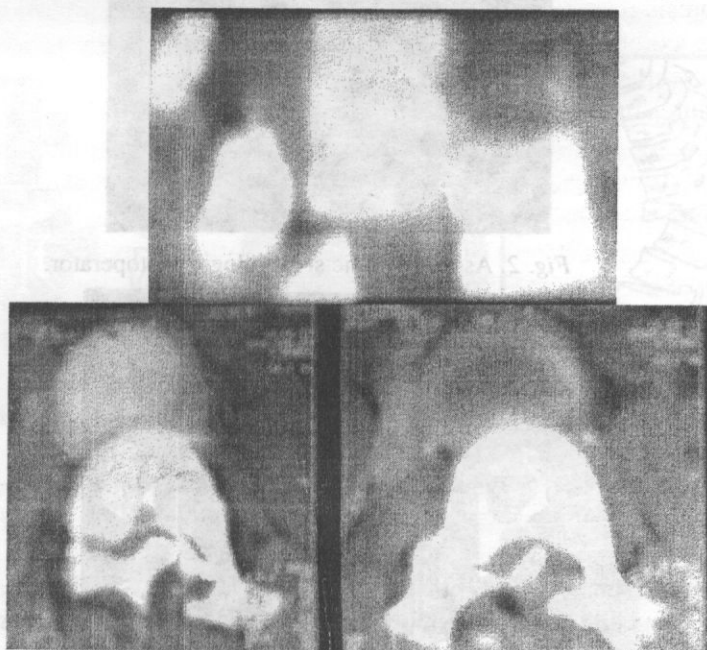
Aspectul imagistic al segmentului toraco-lombar prin tomografie computerizată la internare.
